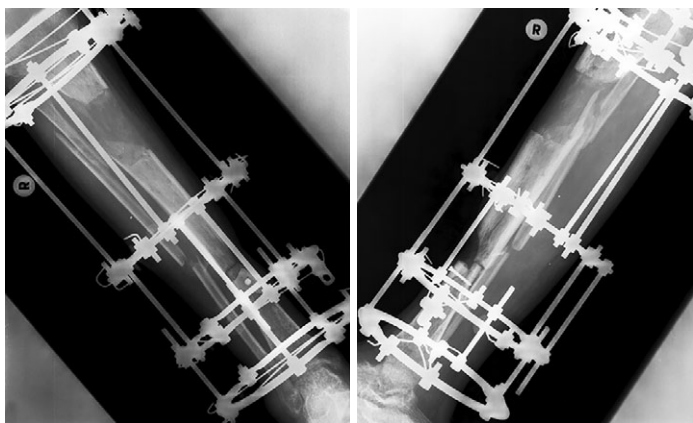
Рентгенограммы голени в прямой и боковой проекциях после восстановления длины конечности: созревающий регенерат большеберцовой кости
